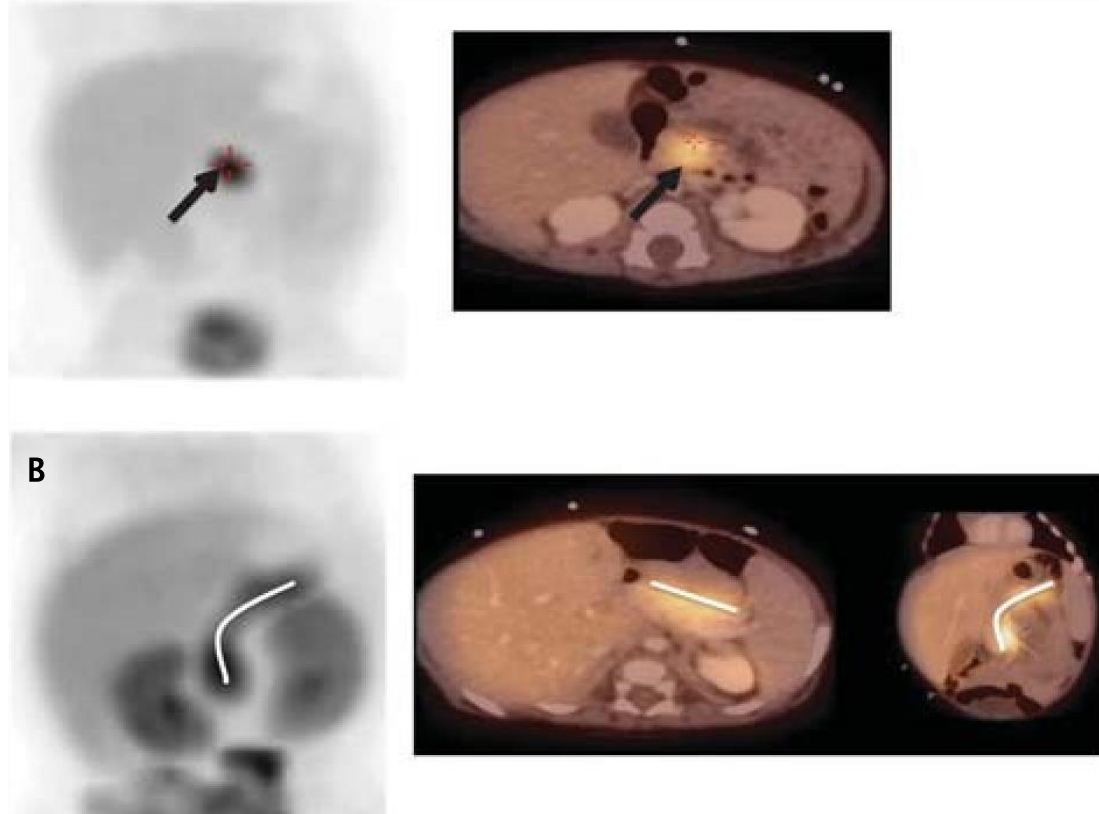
forme focale (A) et forme diffuse (B) de l'HIC sur une TEP à la F-DOPA (à gauche) et TEP- TDM (à droite). ²⁸
